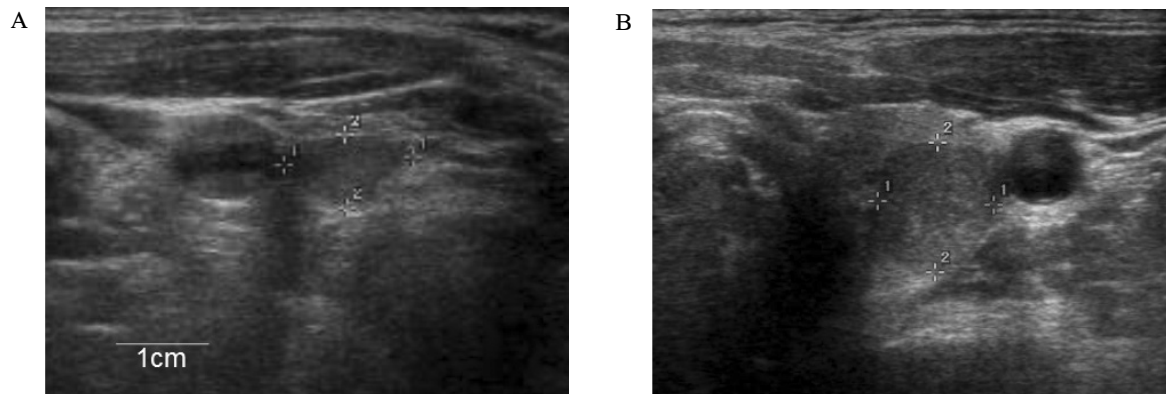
Thyroid sonography findings. A. Thyroid sonography showed about 1.2×0.7 cm sized low echogenic mass in the low portion of the right thyroid. B. About 1.1×1.2 cm sized low echogenic mass was found in the upper portion of the left thyroid.
